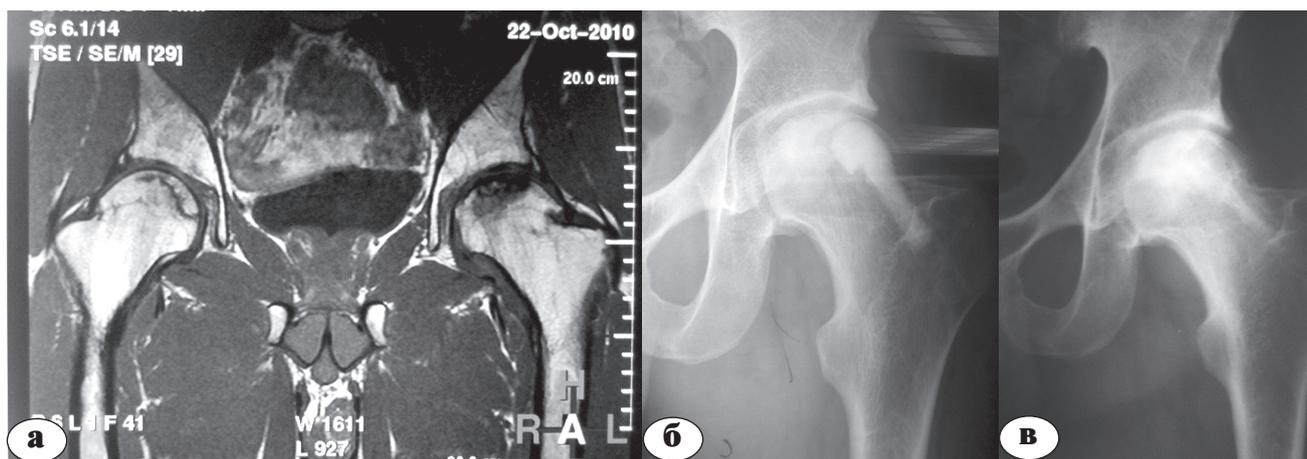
Данные лучевых исследований: а — томограмма тазобедренных суставов до операции; б — рентгенограмма тазобедренного сустава непосредственно после операции; в — спустя год после операции
